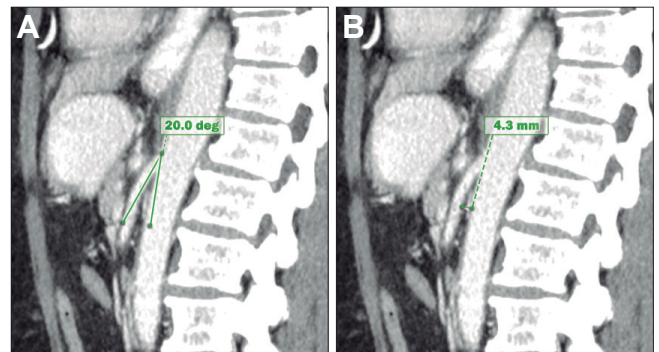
Reconstrucción en el plano sagital de tomografía multicorte, con contraste oral y endovenoso, que demuestra la marcada reducción del compás aórtico mesentérico. El ángulo del mismo es de 20 grados (A) y la distancia entre la arteria mesentérica superior y la arteria aorta es de 4,3 mm (B). Nótese el aspecto filiforme de la tercera porción del duodeno entre ambos vasos.
